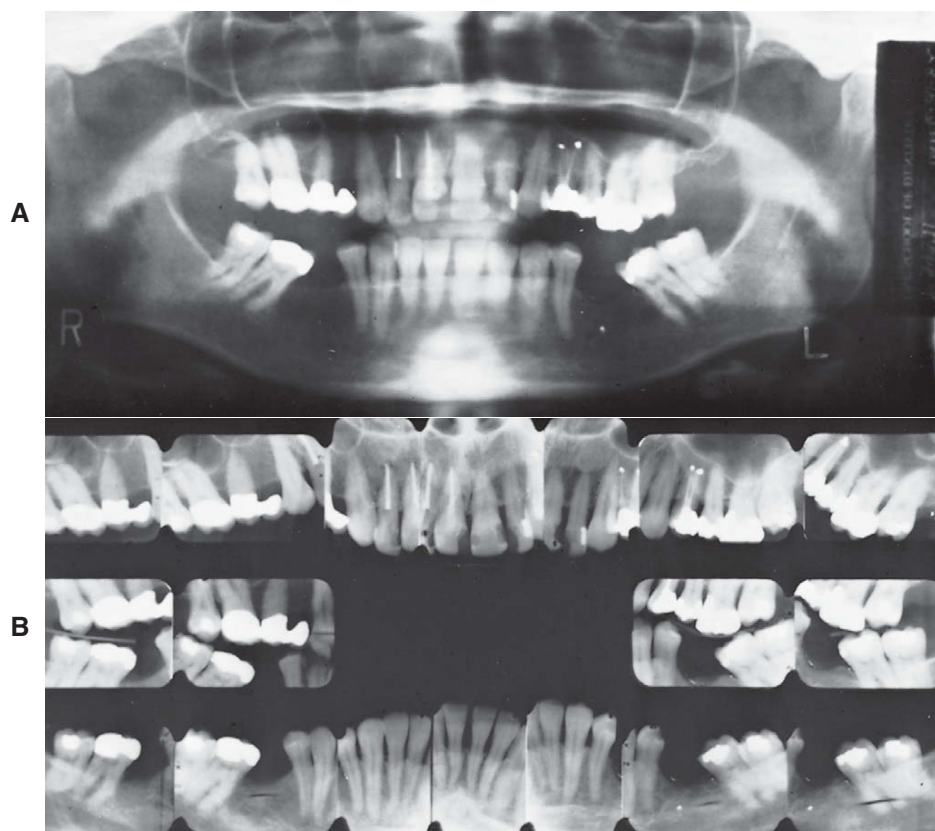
Para adultos comprometidos periodontalmente, que são os candidatos comuns para tratamento conservador, radiografias periapicais das áreas que serão tratadas, assim como radiografia panorâmica, usualmente são necessárias. A doença periodontal agora é a maior indicação para radiografias periapicais. Para esse paciente que é candidato a tratamento conservador, os detalhes adequados da morfologia radicular, doença dental e do colapso periodontal são obtidos apenas através de radiografias periapicais obtidas cuidadosamente.
